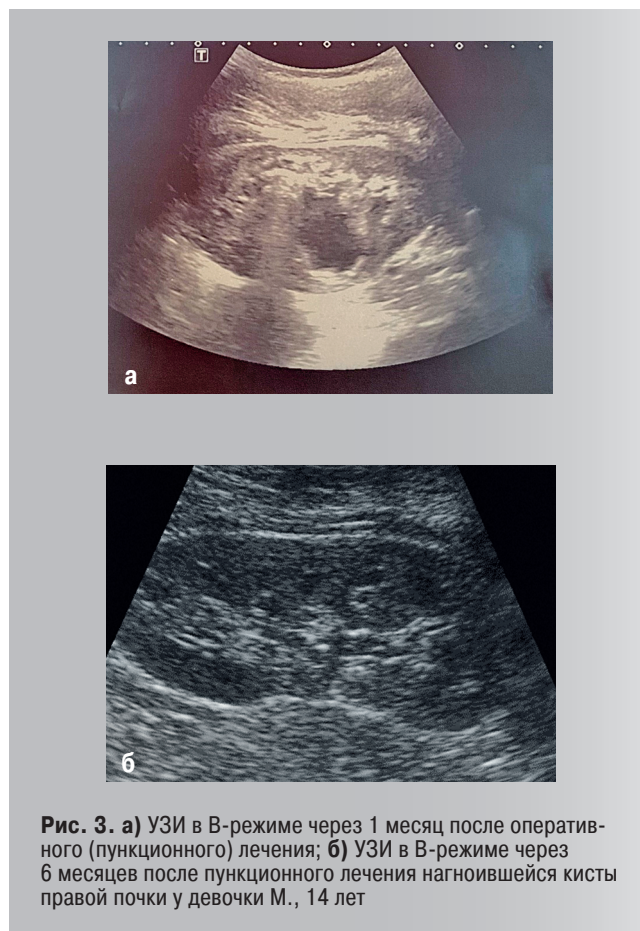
а) УЗИ в В-режиме через 1 месяц после оперативного (пункционного) лечения; б) УЗИ в В-режиме через 6 месяцев после пункционного лечения нагноившейся кисты правой почки у девочки М., 14 лет
